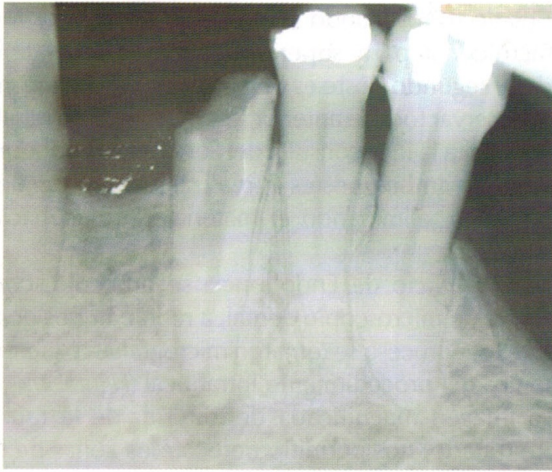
Radiografía periapical posterior a la remoción de los materiales dentro del canal radicular.
